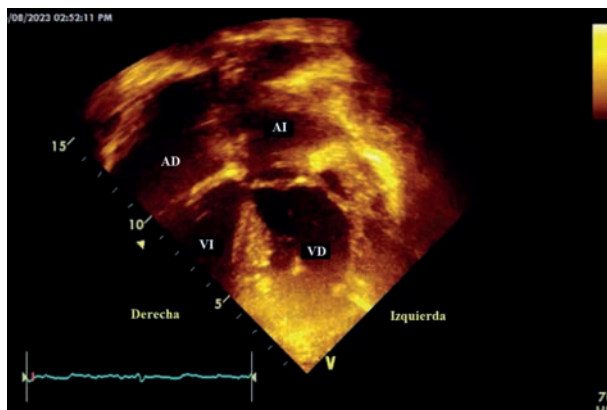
Ecocardiograma de un adulto con TGA-cc. Vista apical de 4 cámaras con discordancia AV, atrio de morfología izquierda situado a la izquierda, conectado con el ventrículo de morfología derecha (VDs), situado a la izquierda. Nótase el plano de implantación de la VT en posición sistémica, más apical con respecto a la válvula AV del lado derecho (mitral). A su vez el atrio de morfología derecha, situado a la derecha se conecta con un ventrículo de morfología izquierda, situado a la derecha. Este caso corresponde a TGA-cc en situs solitus. AD: atrio derecho. VI: ventrículo izquierdo. AI: atrio izquierdo. VD: ventrículo derecho.
